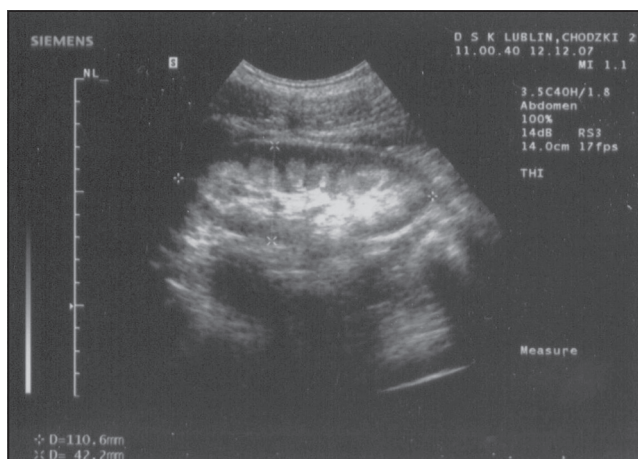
Podwyższenie echogeniczności piramid nerkowych obecne w badaniu USG w chwili przyjęcia
